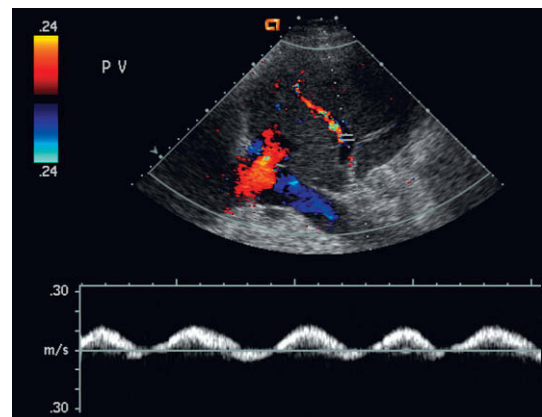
Espectro Doppler de la vena porta en un paciente con disfunción grave del ventrículo derecho e insuficiencia tricuspídea. Hay una marcada periodicidad en la forma de la onda venosa portal. El flujo hepatópeto disminuye y se invierte brevemente, lo que coincide con el gran componente de regurgitación del flujo venoso hepático durante la insuficiencia tricuspídea.
